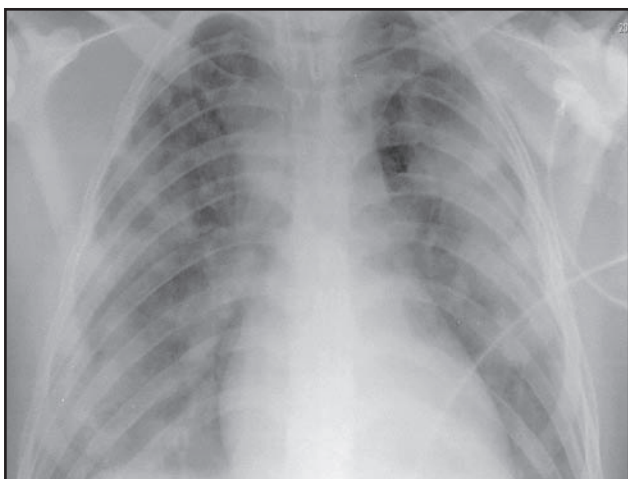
Radiografía de tórax 24 horas luego del ingreso.
